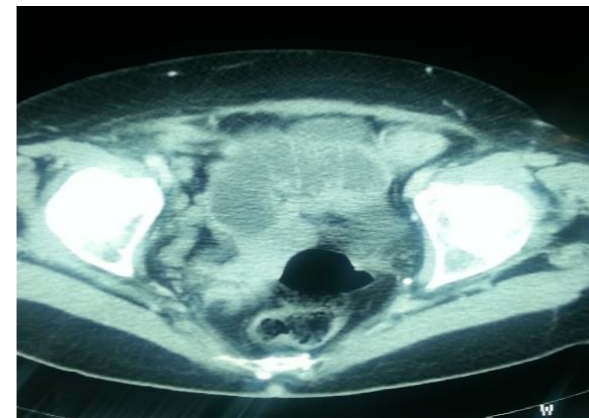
TC: imagen que podrá corresponder al divertículo.
